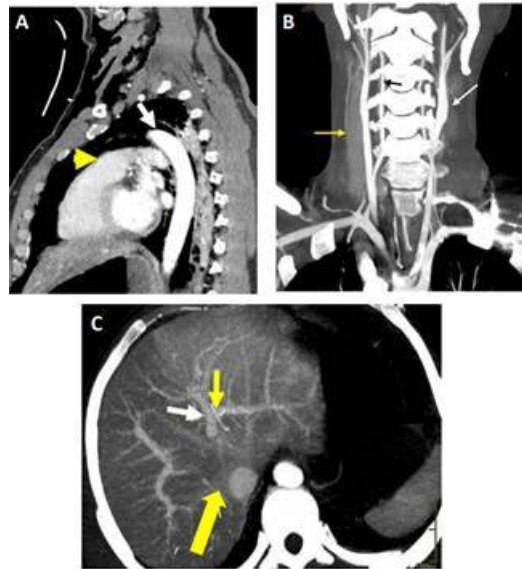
Visualización de órganos sólidos y vísceras huecas en una tomografía corporal total. A) Reconstrucción sagital MIP, se visualizan los ventrículos derecho e izquierdo, tracto de salida del ventrículo derecho (flecha amarilla gruesa), vena pulmonar izquierda (flecha amarilla derecha delgada) y aorta (flecha blanca). B) Reconstrucción coronal MIP del cuello, se observan las arterias subclavas, carótidas comunes (flecha blanca), venas yugulares (flecha amarilla) y arterial vertebrales (flecha negra). C) Reconstrucción axial MIP del hígado y sus vasos, aorta, vena suprahepática derecha desembocando en la vena cava (flecha delgada amarilla), rama portal izquierda (flecha blanca) y arteria hepática izquierda (flecha amarilla superior delgada).
